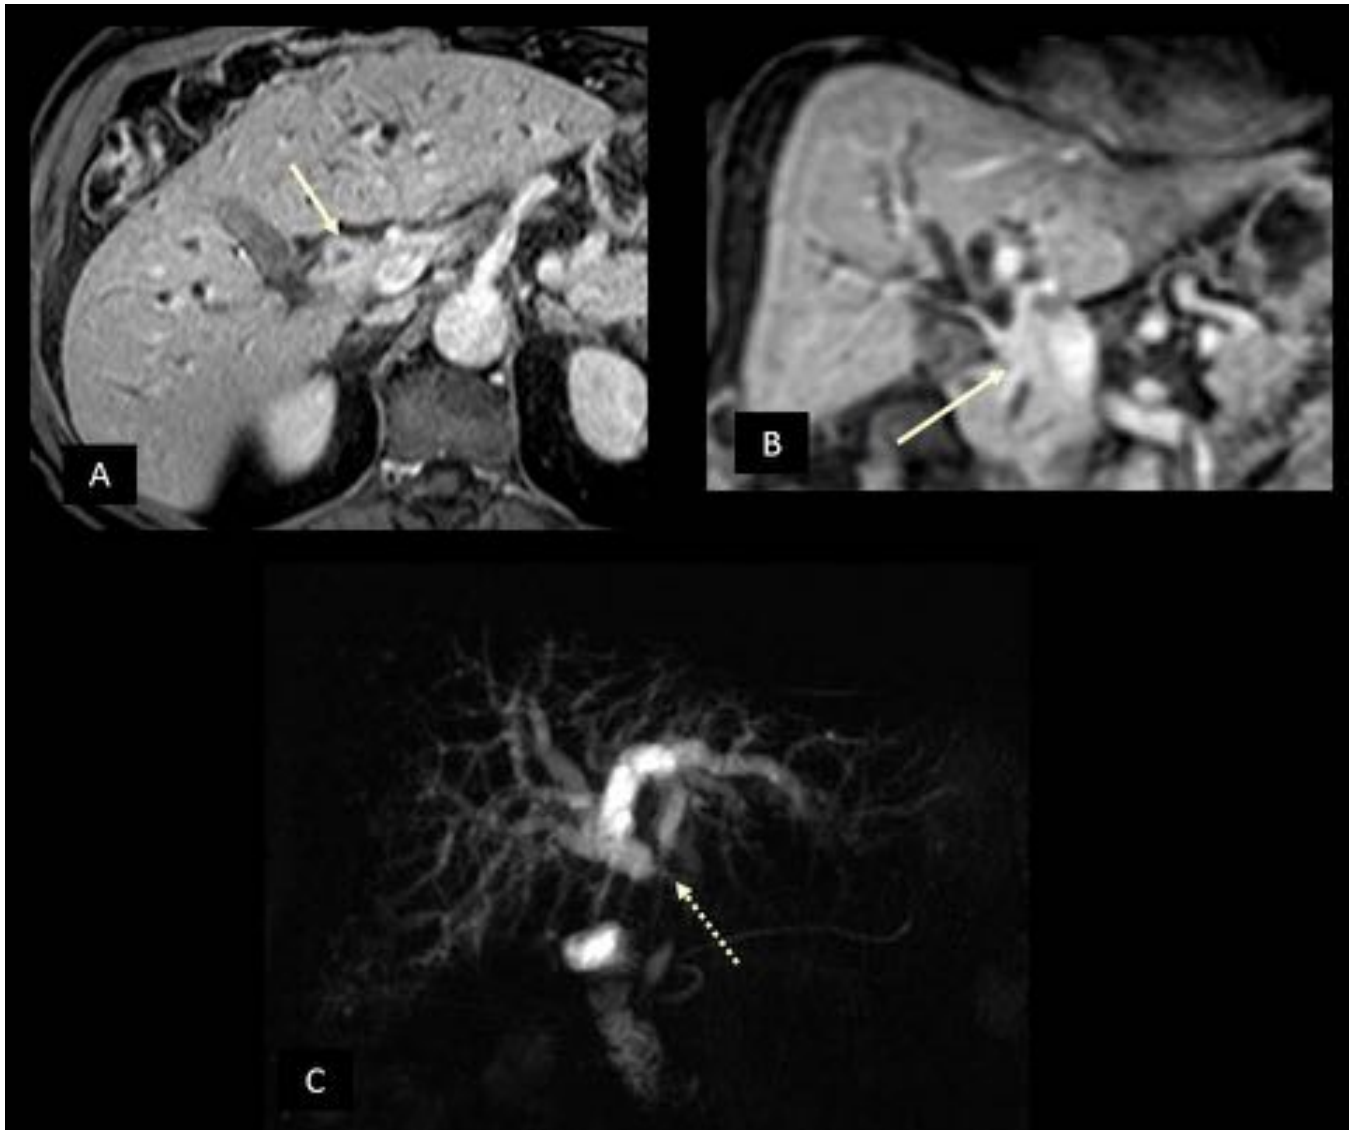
CC extrahepático de crecimiento periductal-infiltrante. Imágenes de hígado en RM T1 transversal (A) y coronal (B) en fases tardías, donde se identifica el conducto hepático común con la pared engrosada e hipercaptante (flechas), condicionando dilatación de la vía biliar intrahepática. ColangioRM (C): se aprecia la amputación de la confluencia de los conductos hepáticos principales (flecha punteada), con dilatación de la vía biliar intrahepática.
